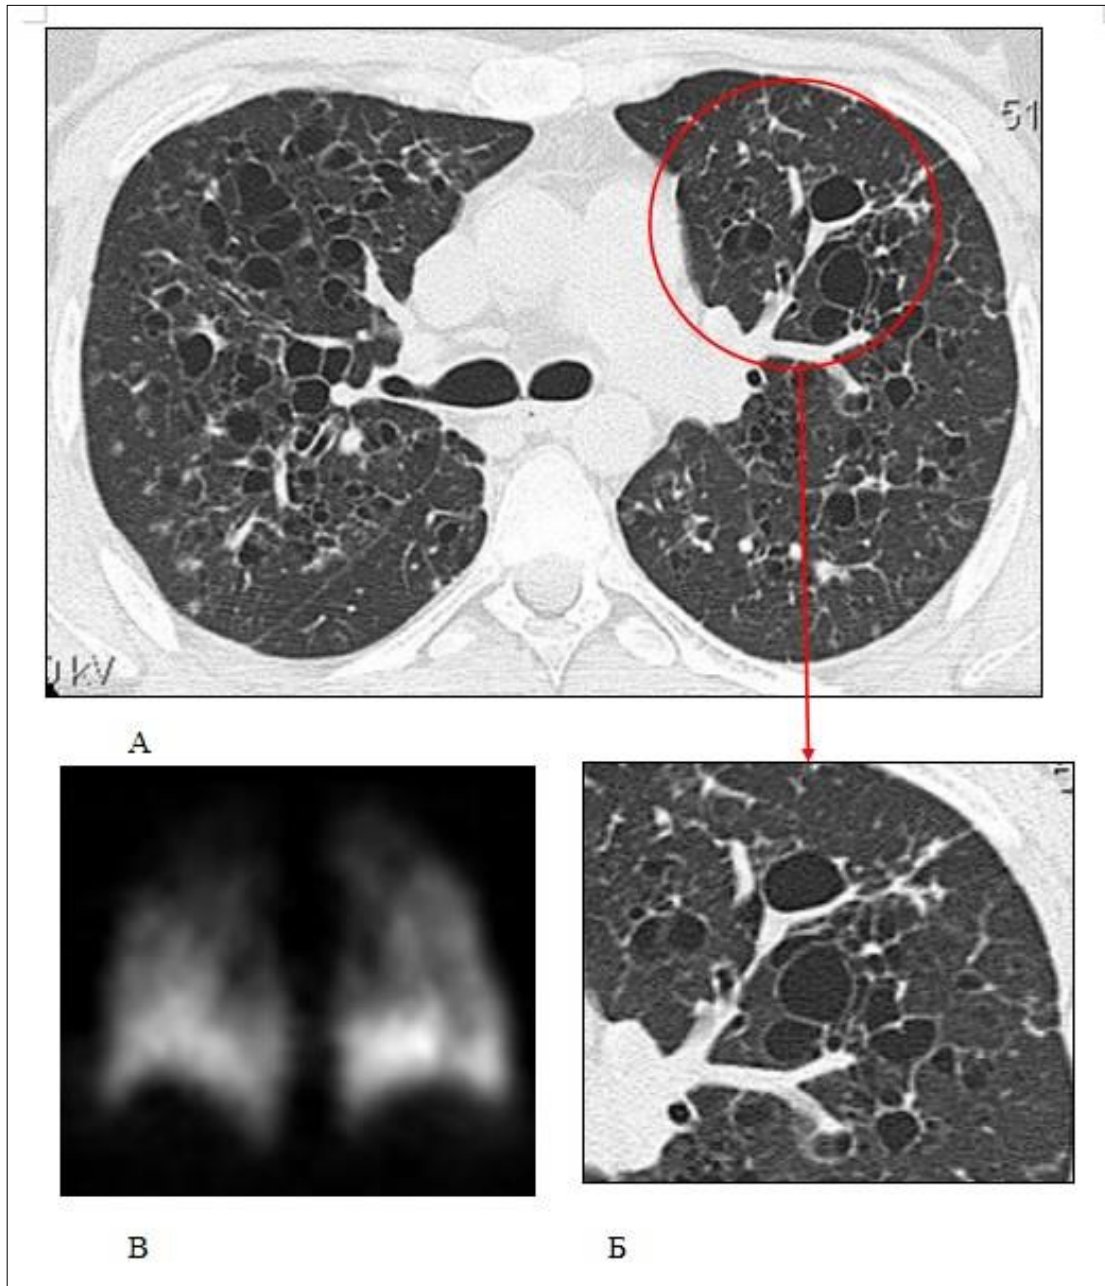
Компьютерные томограммы и скintiграмма больной Л., 25 лет
